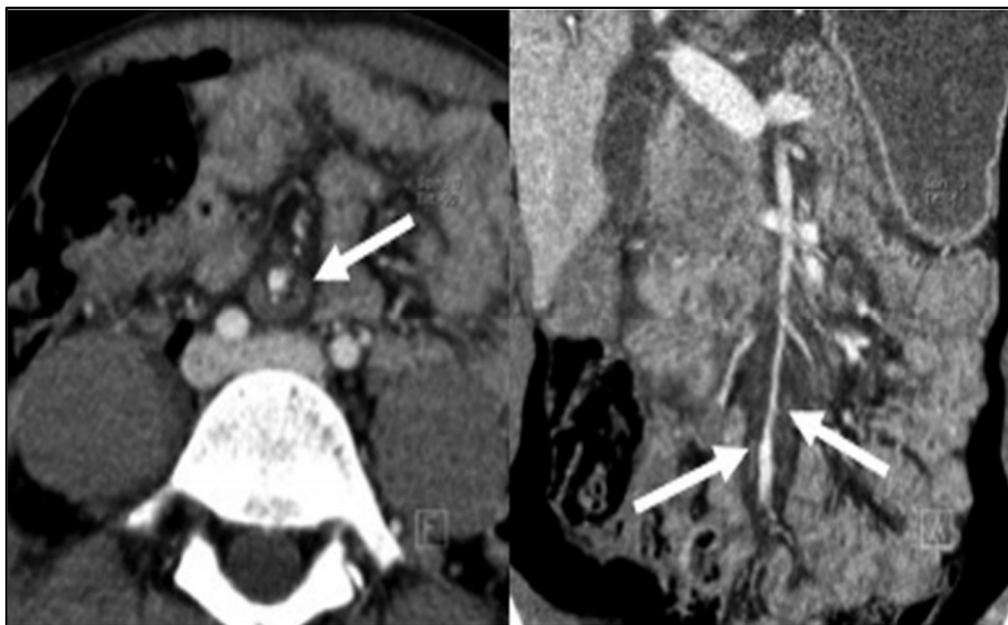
TDM coupe axiale et frontale. Hématome de la racine du mésentère [95].
